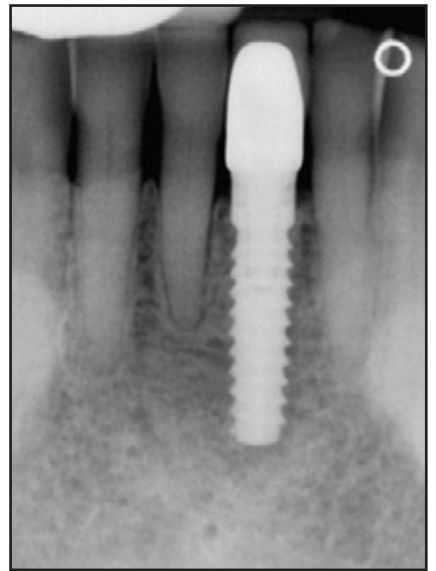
(oben) und 2d (unten) Röntgenaufnahme (c) und klinisches Foto (d) des restaurierten Implantats nach zwei Jahren. Das krestale Knochenniveau ist stabil.
